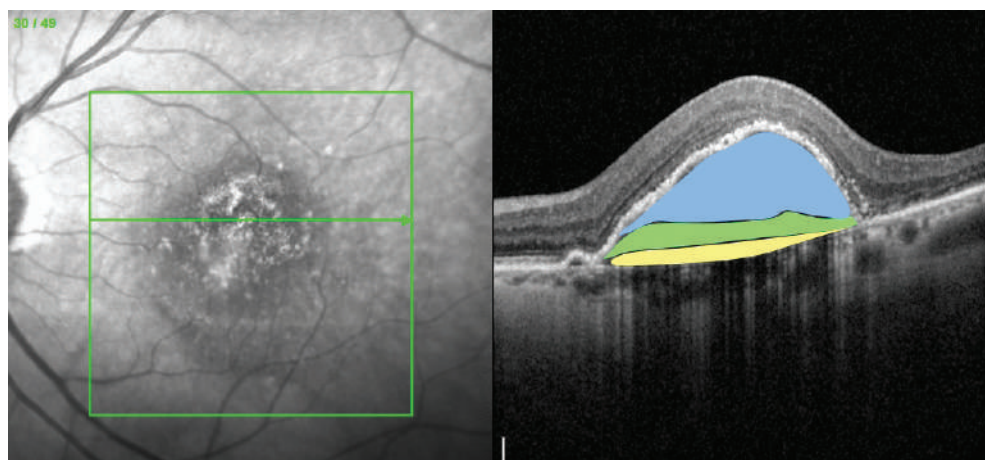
Оптическая когерентная томограмма пациента Г. до начала терапии
